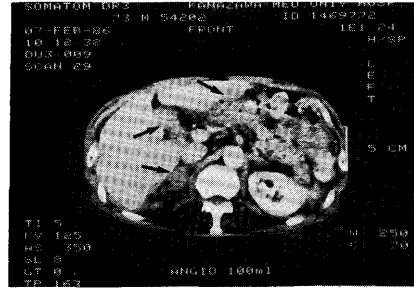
Contrast enhancement CT study of the abdomen. There are low density areas in the lateral segment of the liver, porta hepatis and pericaval lymph node or right adrenal gland (arrows). These were nodular involvement of lymphoma confirmed by the operation.
